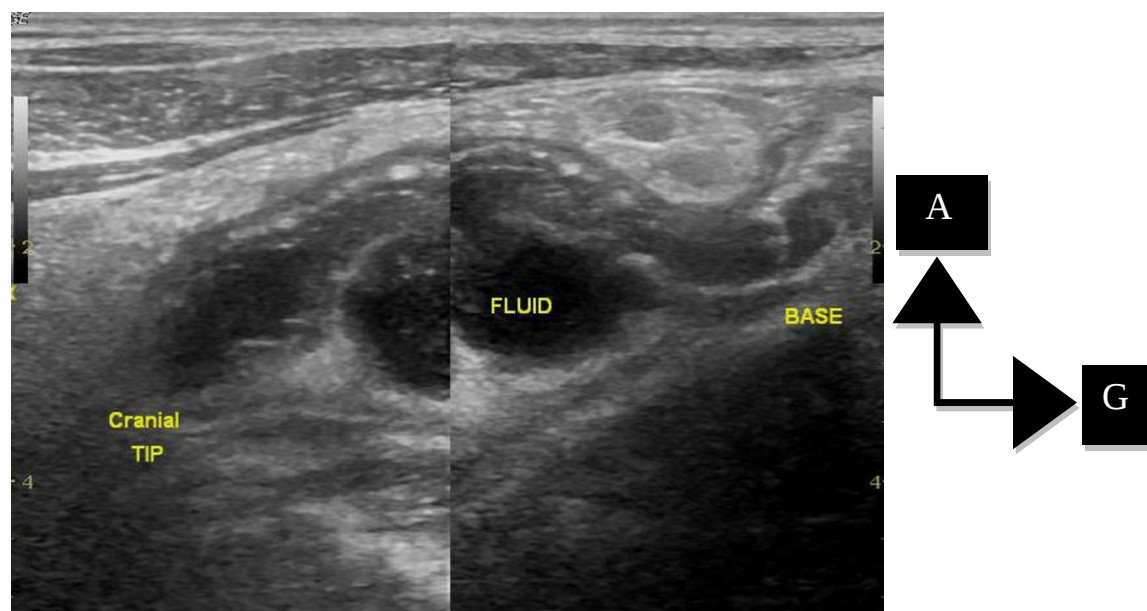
Aspect échographique d'un abcès appendiculaire. [53]
